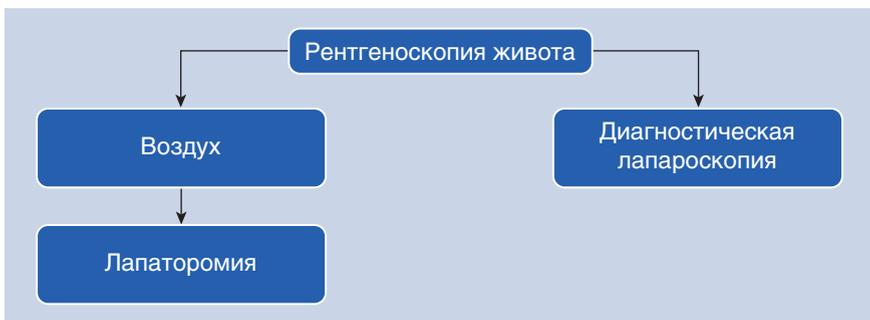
ФГДС может применяться как до, так и после обзорной рентгенографии живота
